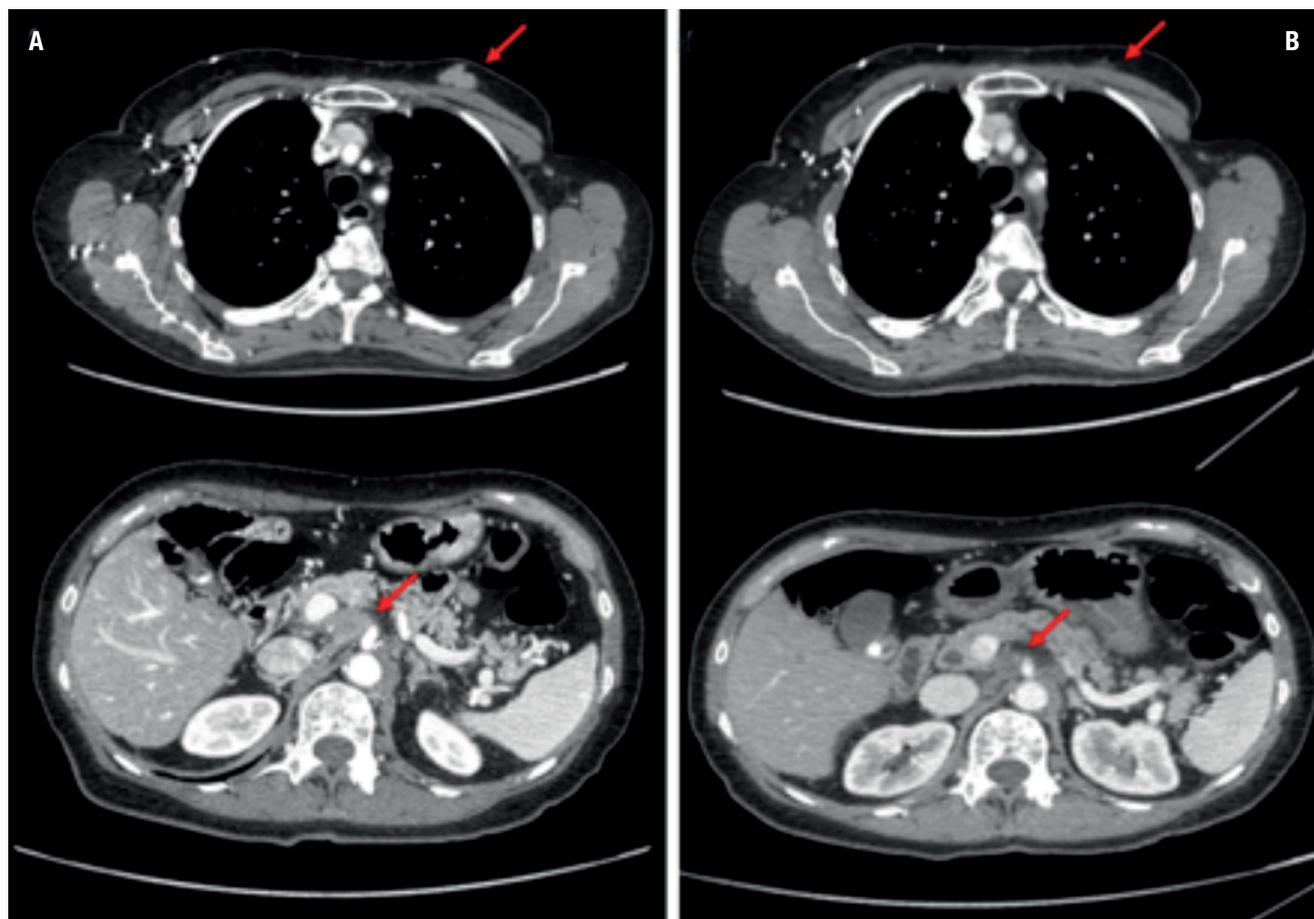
Tomografia computerizzata (TC) di torace e addome con mezzo di contrasto (A) prima dell'inizio del trattamento con lapatinib + capecitabina (dicembre 2016) e (B) alla rivalutazione (ottobre 2017).
